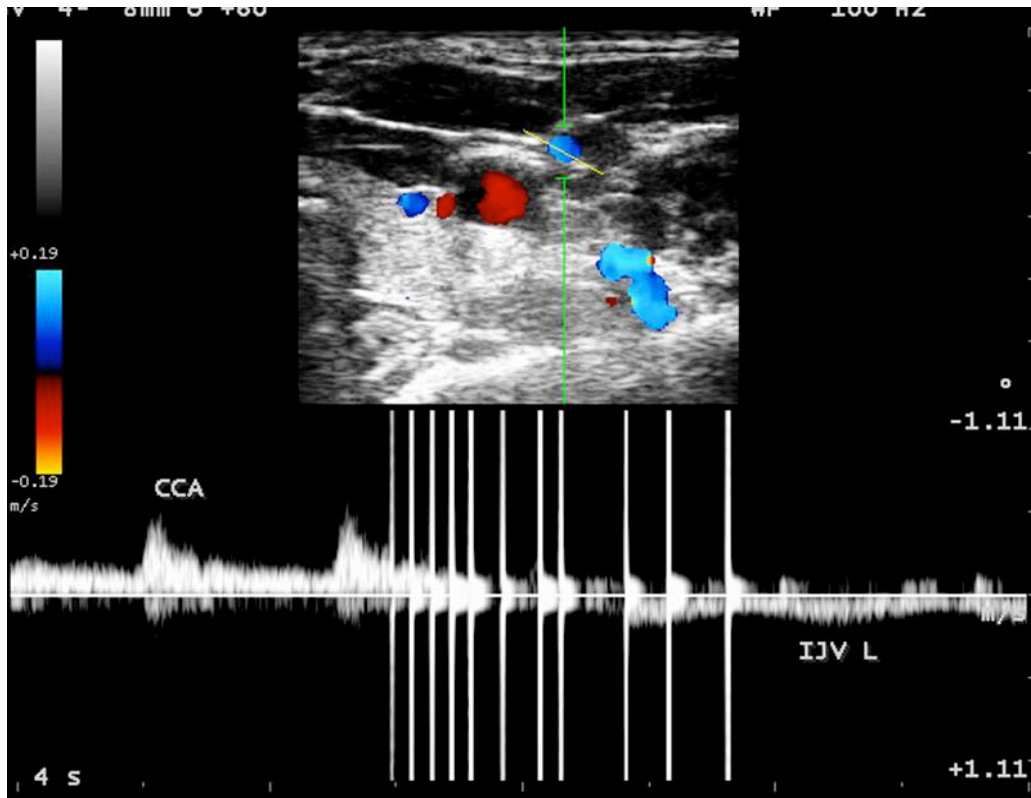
Tracciato Doppler dove si vede a sinistra l'onda pulsata dell'arteria carotide comune (CCA) con picco massimo verso l'alto; e più a destra l'onda continua della vena giugulare interna (IJV) che ha direzione opposta.
